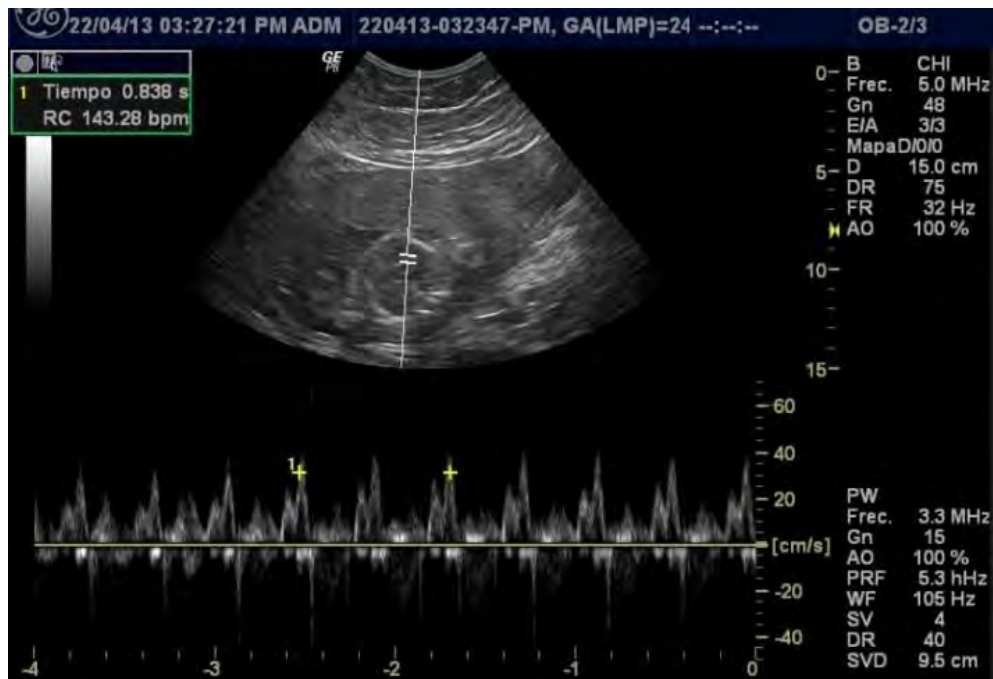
Ultrasonido Dúplex. En la parte superior de la imagen podemos observar el corazón fetal en escala de grises con el volumen muestra situado en el ventrículo, en la parte inferior de la imagen se observa el espectro de la frecuencia cardiaca.
